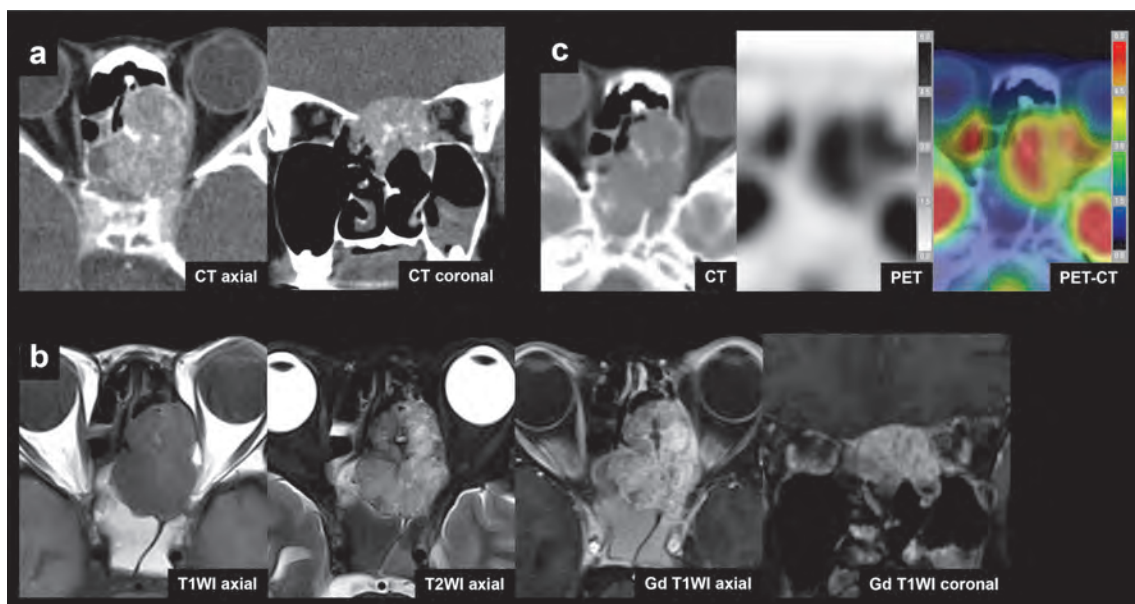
治療前画像：造影CT axial及びcoronal像(a)；T1WI axial像，脂肪抑制T2WI axial像，Gd造影後脂肪抑制T1WI axial及びcoronal像(b)；CT, PET及びPET/CT axial像，スケールはSUVを示す(c)
